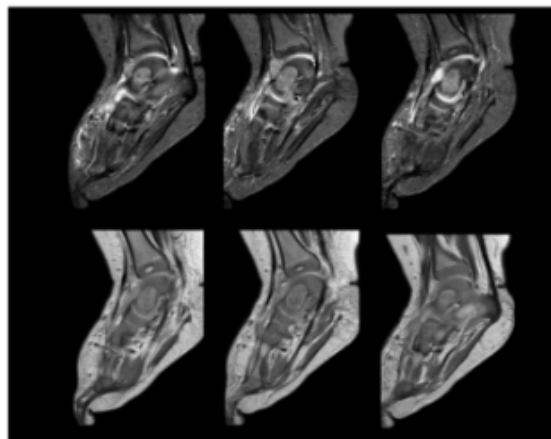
Resonancia magnética de Tobillo derecho en la que se observa lesión ósea a nivel del Astrágalo derecho.
